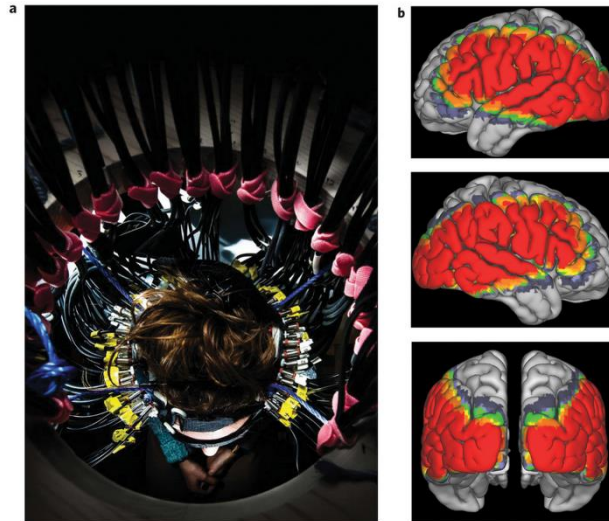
dispositif d'acquisition en Tomographie Optique Diffuse pour le cerveau (a) et images typiquement obtenues après reconstruction. Image tirée de [7]
